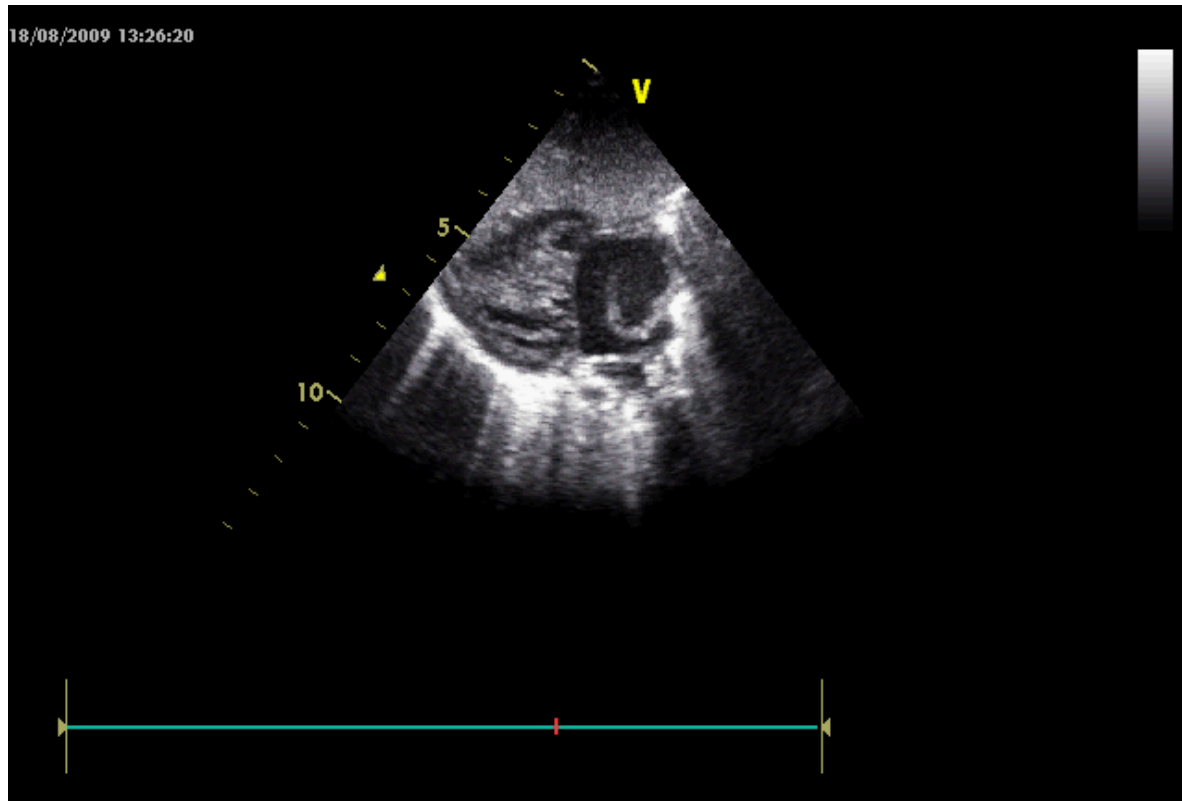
échographie cardiaque montrant un sinus coronaire très dilaté dans le cas d'un RVPAT cardiaque dans le sinus coronaire (image du service de pédiatrie).
